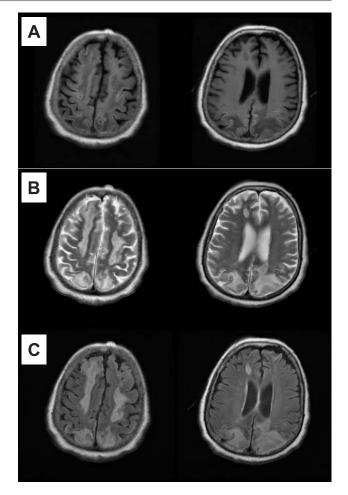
Imagen por resonancia magnética que muestra secuencia T1 (A), T2 (B), y flair (C), con lesiones isquémicas bilaterales asimétricas que involucran los lóbulos frontal, parietal y occipital.
